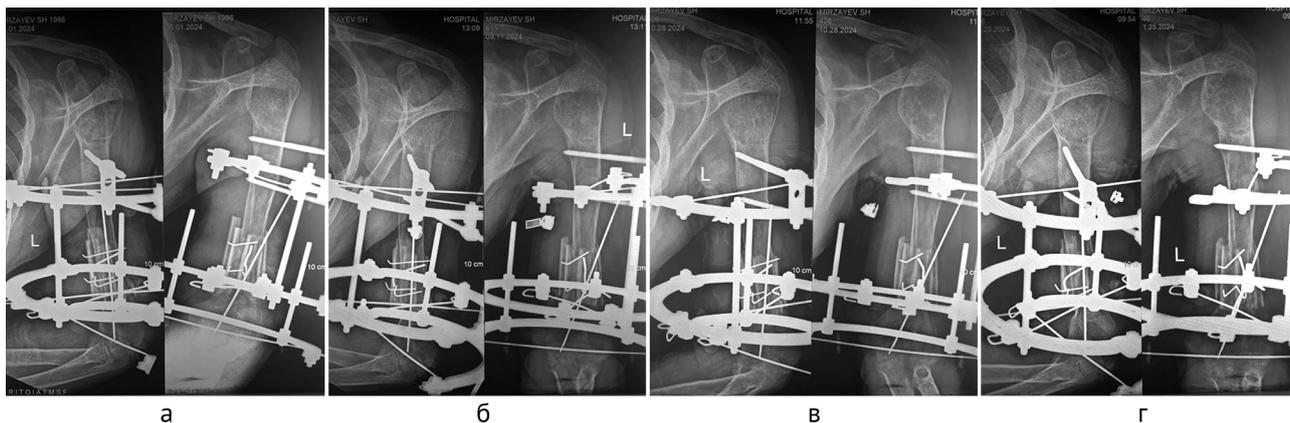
Контрольные рентгенограммы левой плечевой кости в двух проекциях в динамике: а – 16.08.2024; б – 11.09.2024; в – 28.10.2024; г – 25.11.2024
